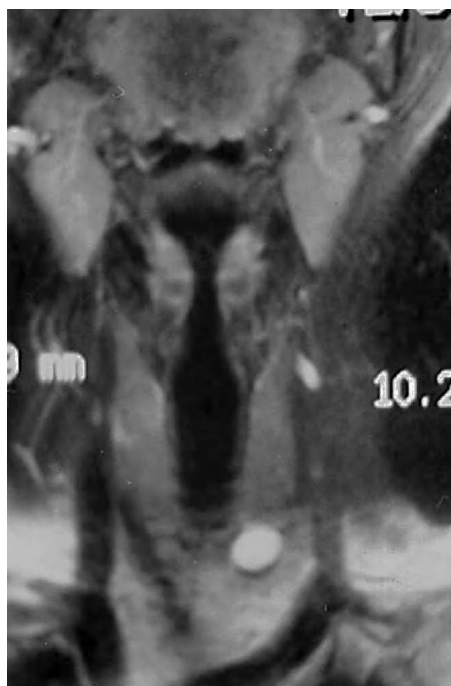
Resonancia magnética nuclear del cuello, en la que se observa una imagen de aspecto quístico en región posterior del polo inferior del lóbulo tiroideo izquierdo.
